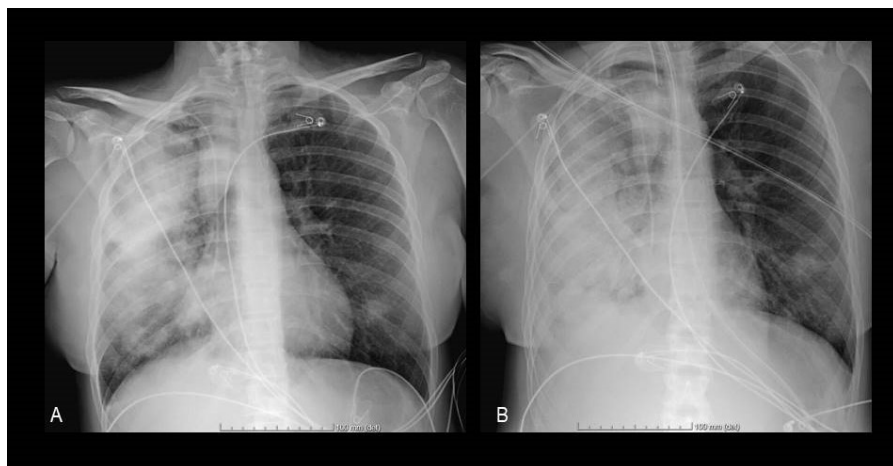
A – Radiografía anteroposterior de tórax tras el empeoramiento clínico en Urgencias. B – Radiografía anteroposterior de tórax en el momento del ingreso en UCI
